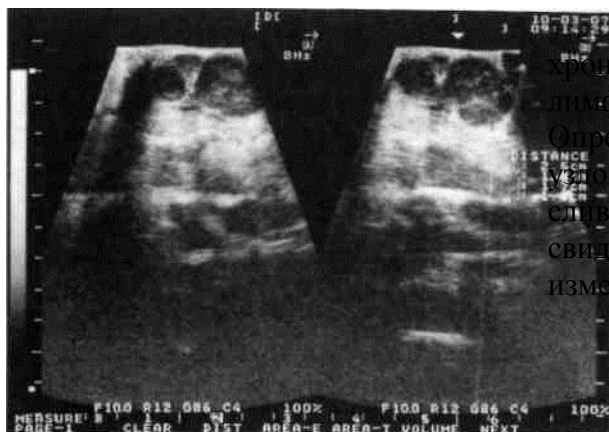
УЗИ-грамма больного хроническим гиперпластическим лимфаденитом подчелюстной области. Определяются несколько лимфатических узлов с гиперэхогенной зоной в центре, сливающихся с прилежащими тканями, что свидетельствует о гиперпластических изменениях структуры узлов
